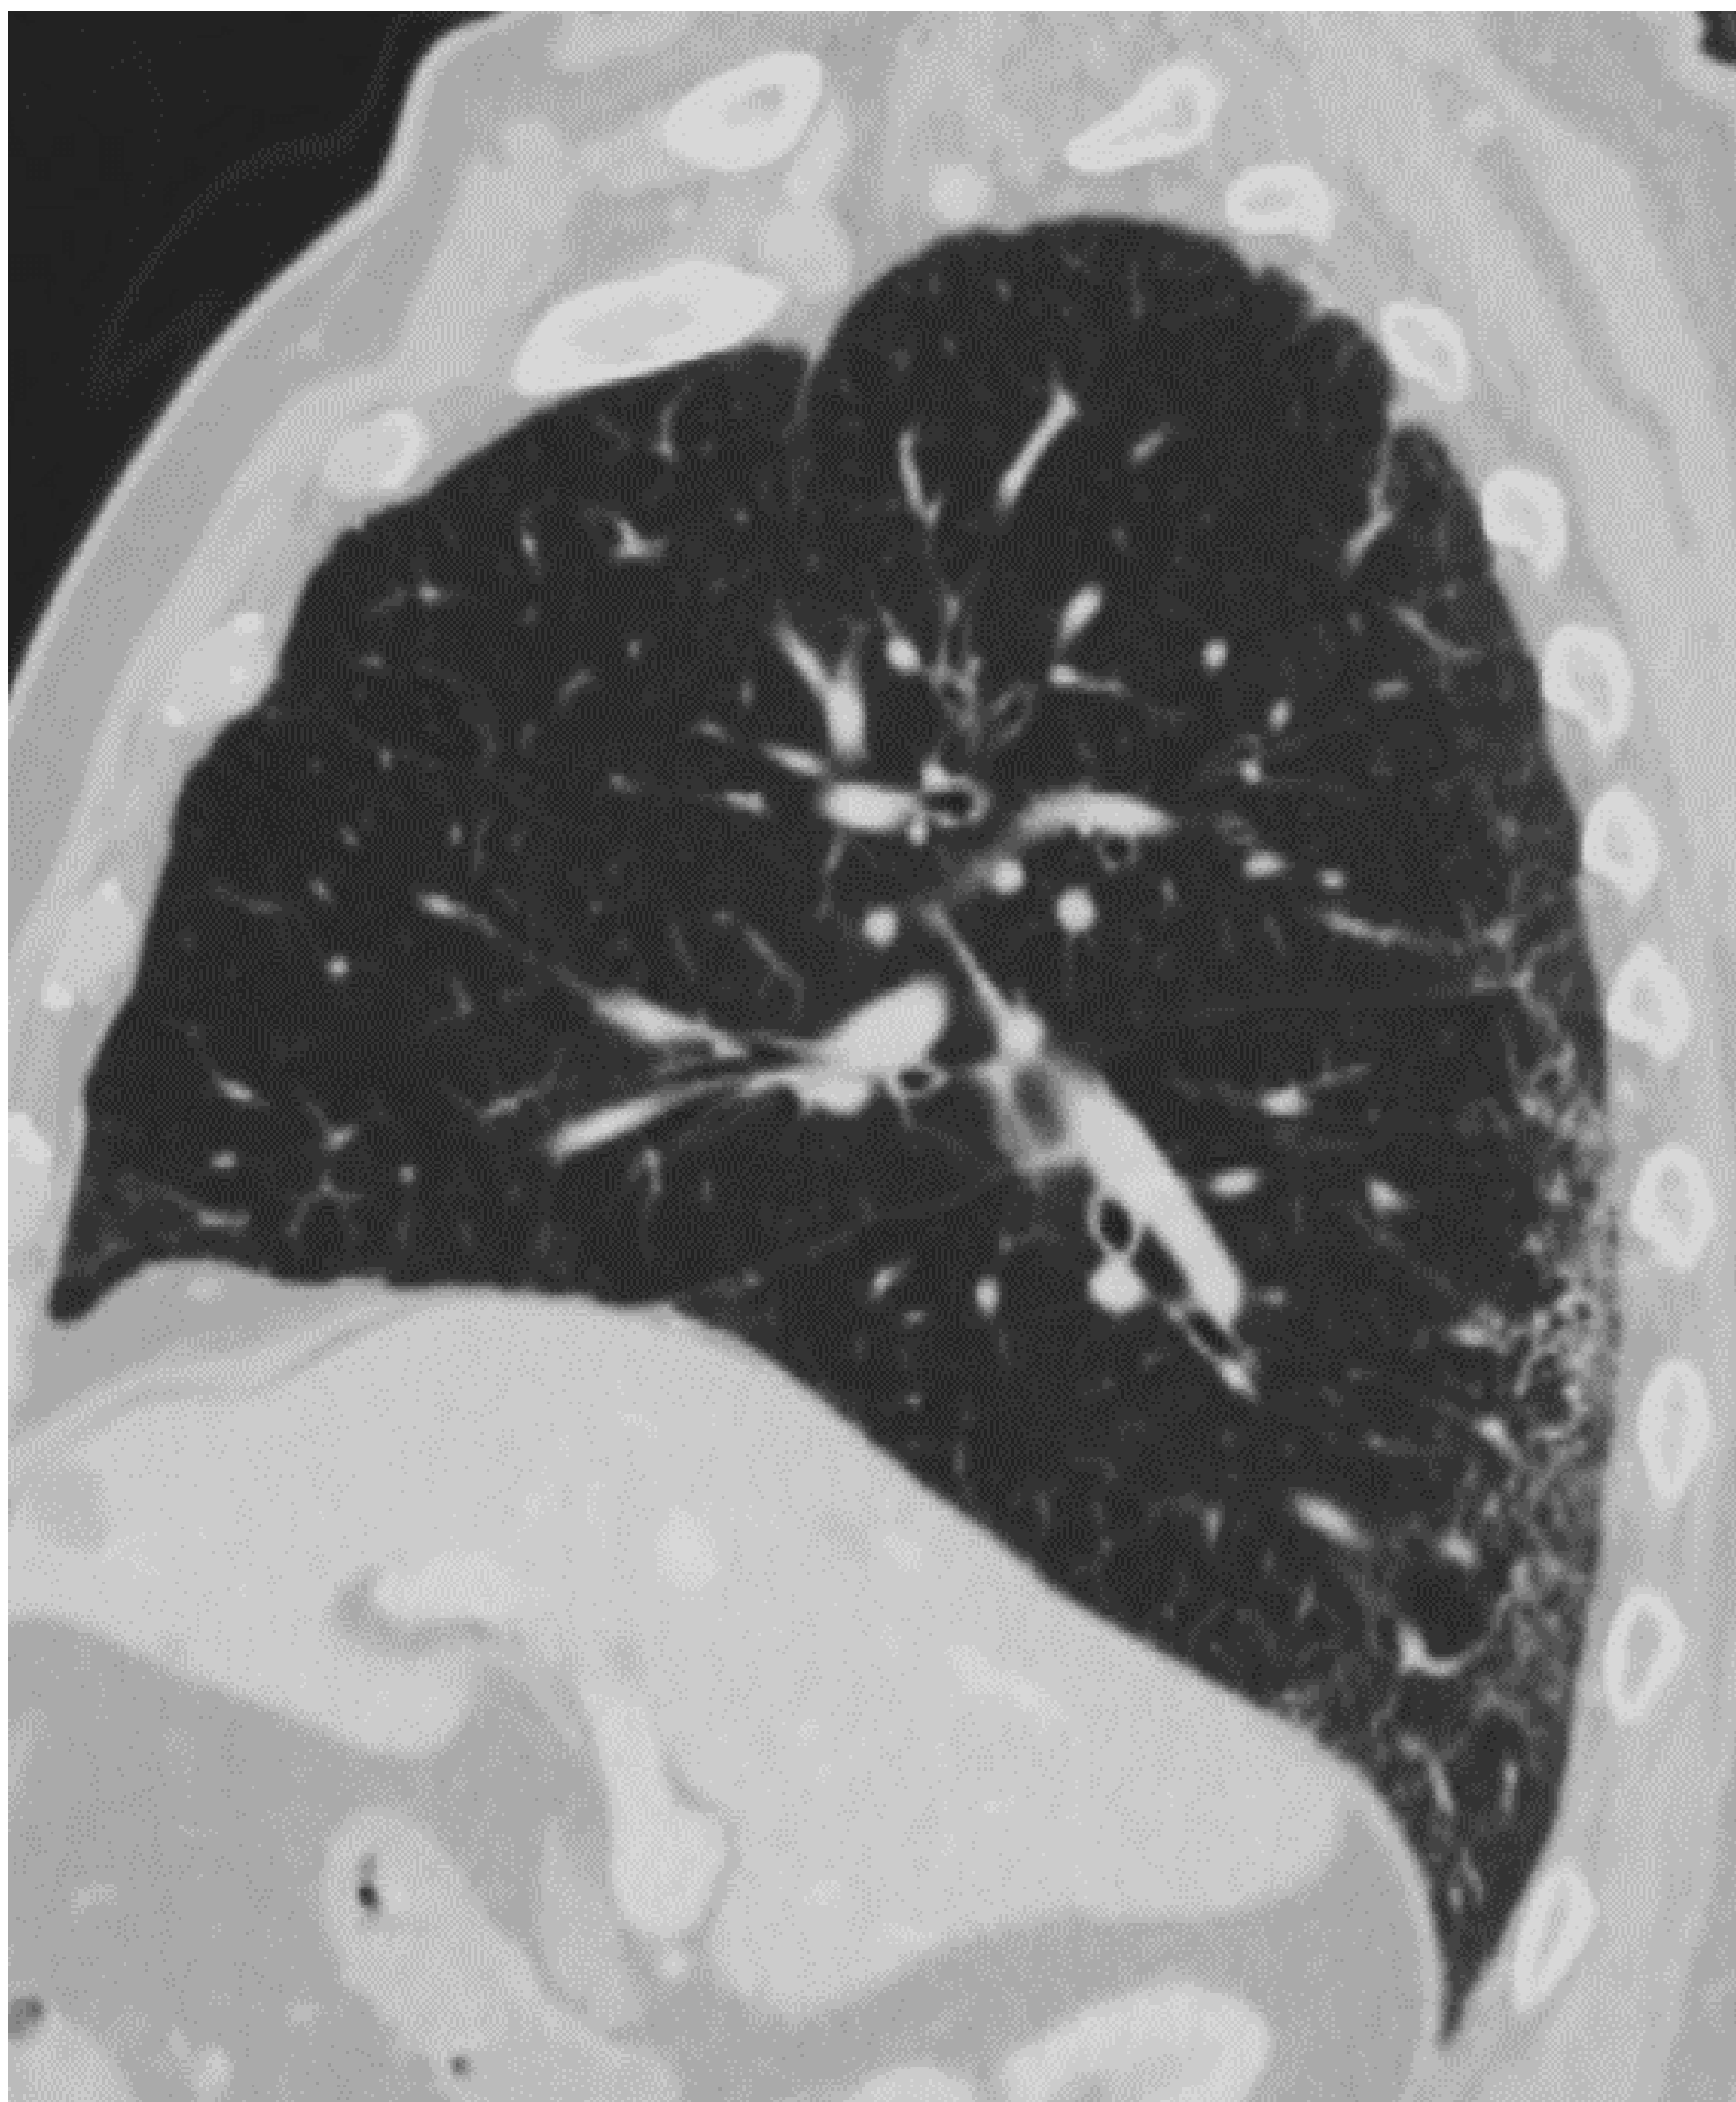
TC en plano sagital y axial: ventana parénquima
